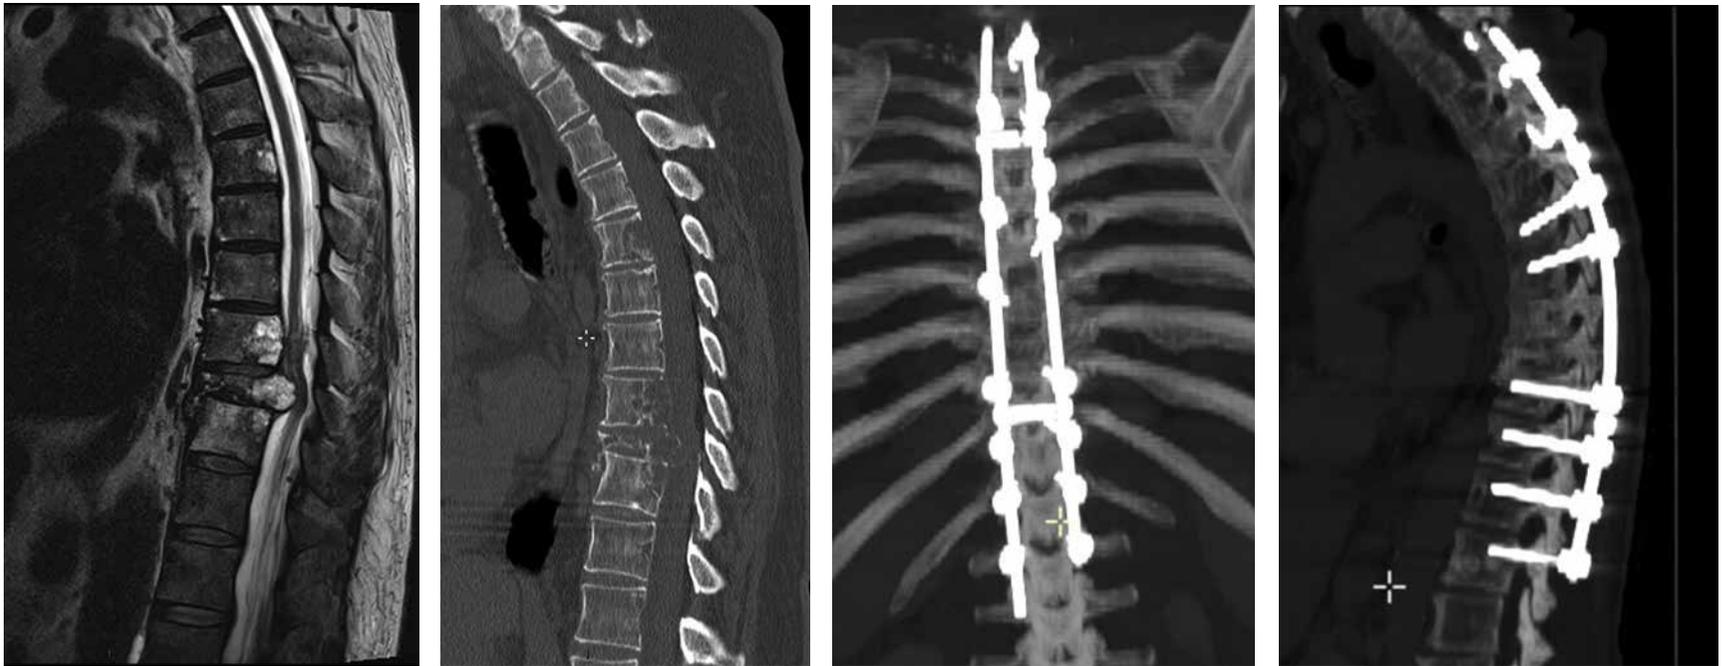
Patient présentant une parapésie progressive depuis quelques jours sur métastase de cancer de la vessie. Il avait bénéficié il y a 4 ans d'une résection de polype à la vessie mais le suivi était rassurant. Le bilan IRM met en évidence des métastases vertébrales en T8-T9 (avec compression médullaire sévère à gauche) mais aussi en T5 (notez l'ostéolyse au CTscan pré-op).
